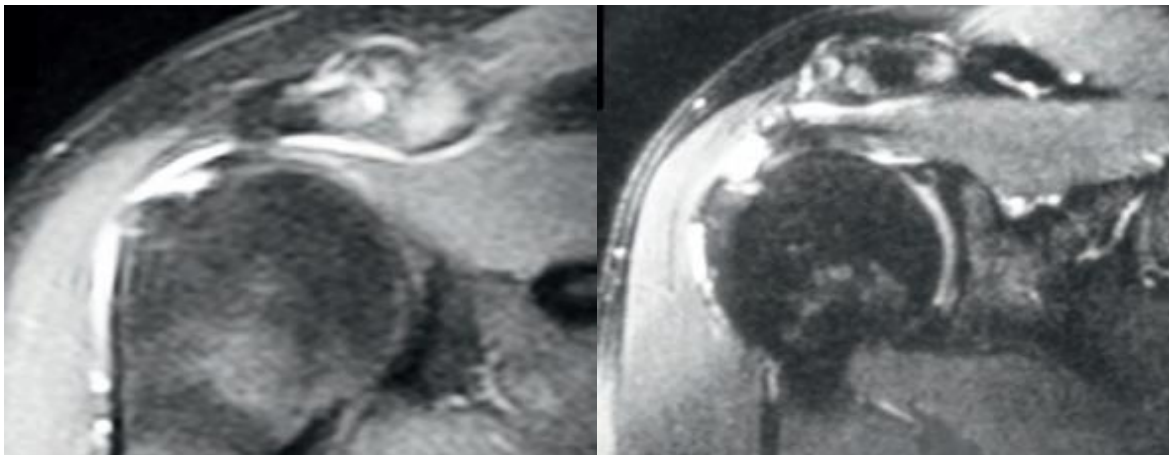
Dos ejemplos de artroresonancia en plano coronal de roturas parciales bursales.
